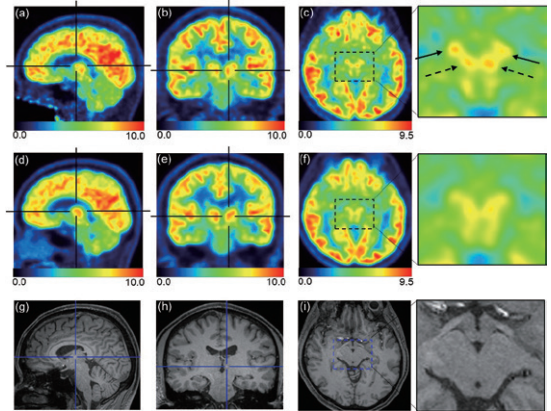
ヘルメット型PET(a-c)、全身用PET(d-f)により得たFDG-PET画像、同日に撮像したMRI(g-i)の代表画像を呈示。左から1,2列目のクロスバーは、それぞれ視床前核、視床背内側核に対応する。左から3列目は中脳のスライスで、ヘルメット型PETの画像では、黒質と赤核がそれぞれ同定できる。Takahashi et al: EJNMMI Physics 9 : 69, 2022より引用(Licensed under CC BY 4.0)
